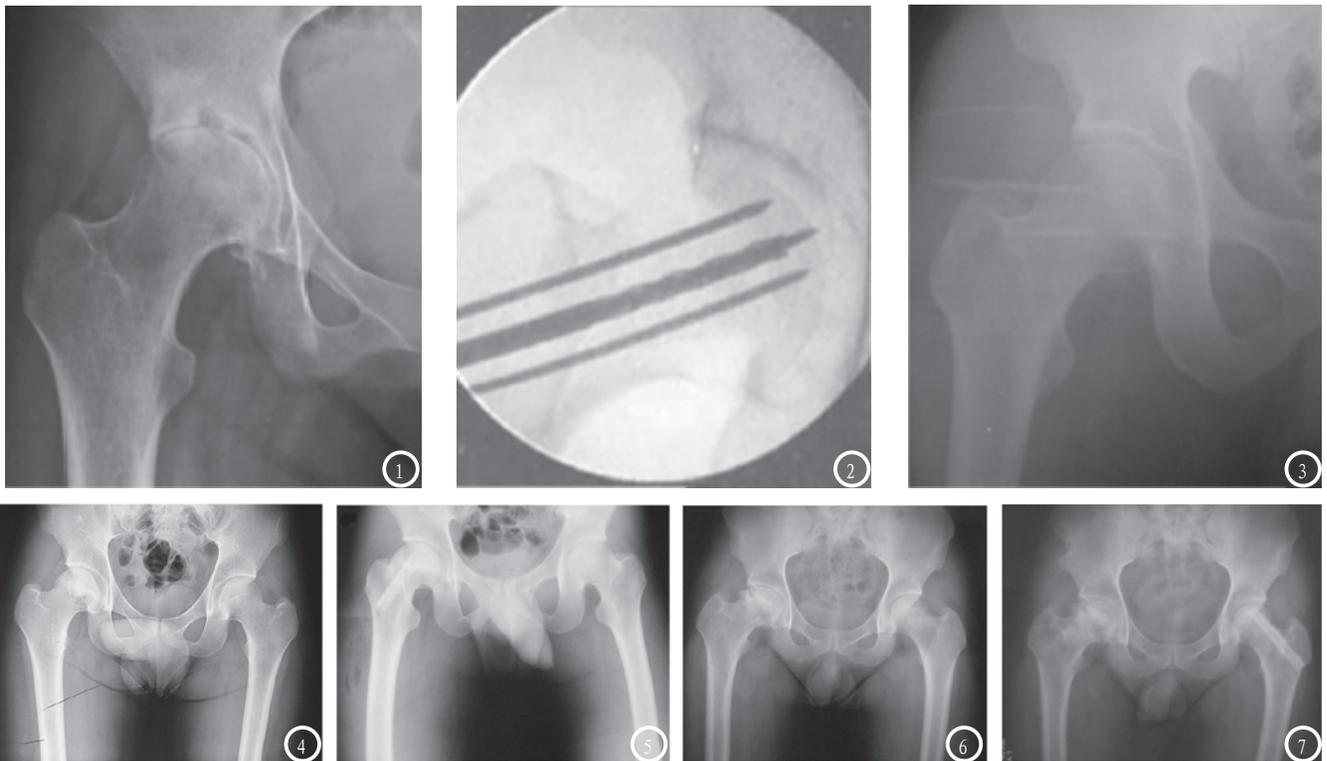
男性，34岁，右侧股骨头坏死(Ficat II型)。图1：术前X线片；图2：术中C臂机透视下髓芯钻孔减压；图3：术后6个月X线示股骨头囊变区消失。图4-5 女性，35岁，右侧股骨头坏死(Ficat型)。图4：术前X线片；图5：术后6个月X线示股骨头囊变区消失。图6-7 男性，40岁，左侧股骨头坏死(FicatII型)。图6：术前X线片；图7：术后6个月X线示股骨头囊变区消失。
